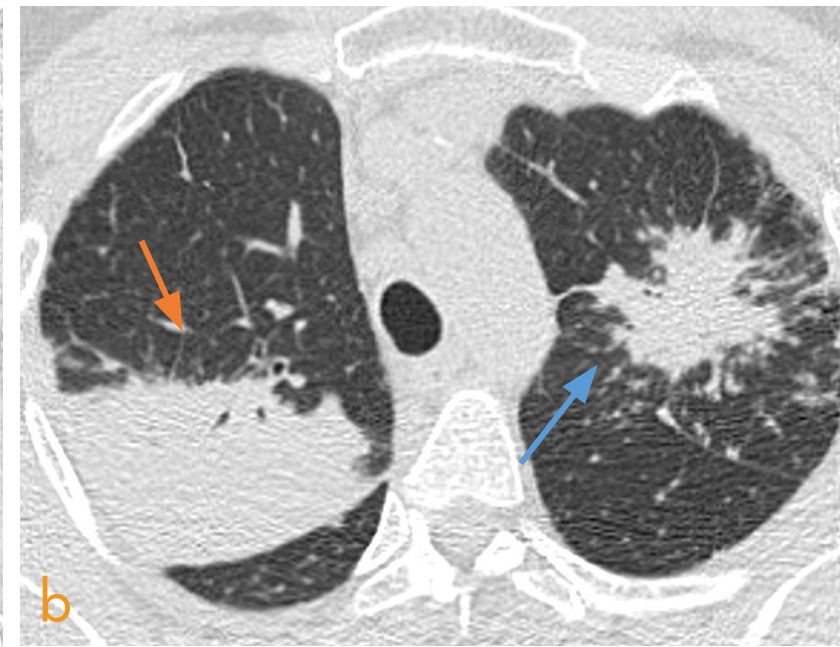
a) Corte TC coronal y b) axial en ventana pulmón. Varón de 68 años. La TC muestra una consolidación (flecha) del espacio aéreo en el lóbulo superior derecho con broncograma aéreo y una consolidación tipo masa (flecha) en el lóbulo superior izquierdo con micronódulos perilinfáticos.
